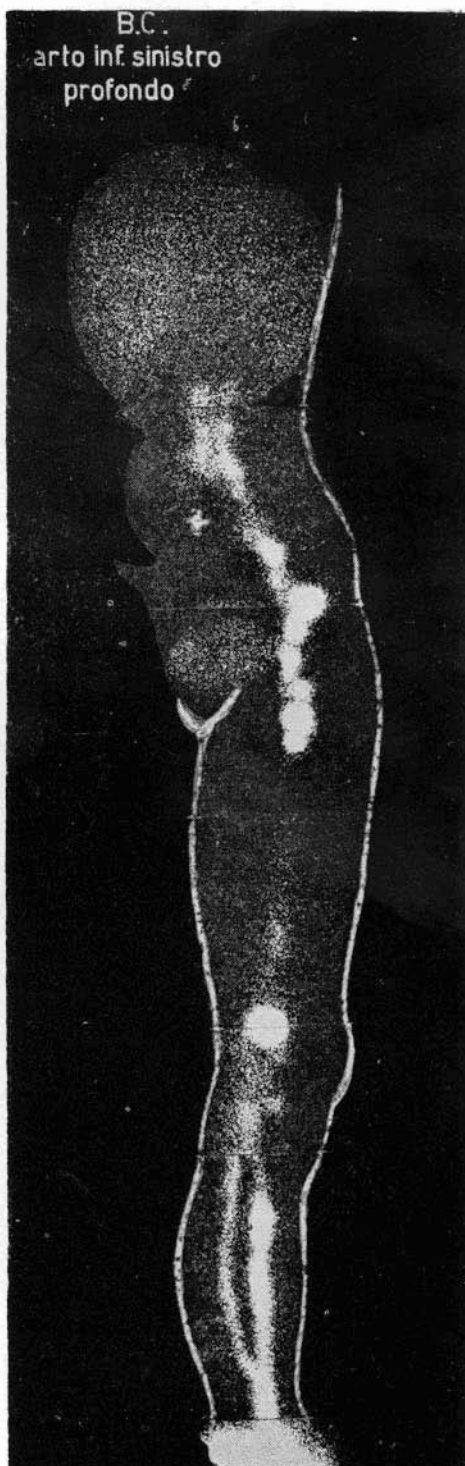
B.C. Linfoscintigrafia del sistema linfático profundo del miembro inferior izquierdo. Normalidad.
